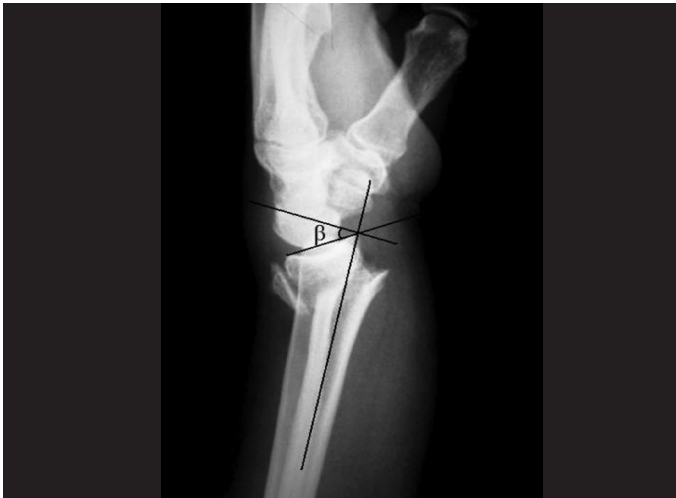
Radiografia de punho pré-operatória na incidência em perfil evidenciando uma fratura de rádio distal com cominuição dorsal metafisária e desvio dorsal. Nela está demonstrada a inclinação volar (β).
